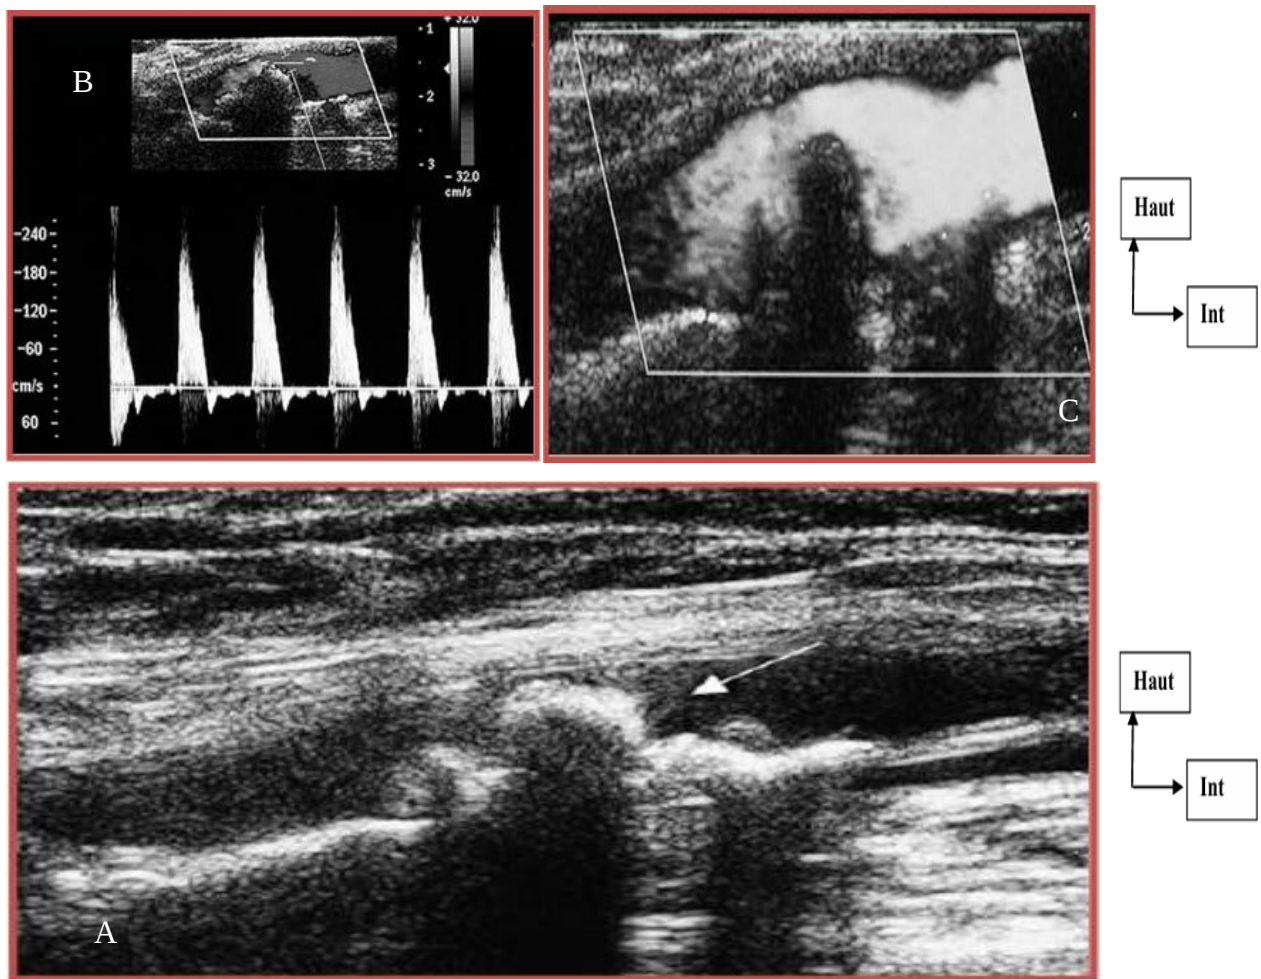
Echo doppler de l'artère fémorale superficielle montrant [29]:
